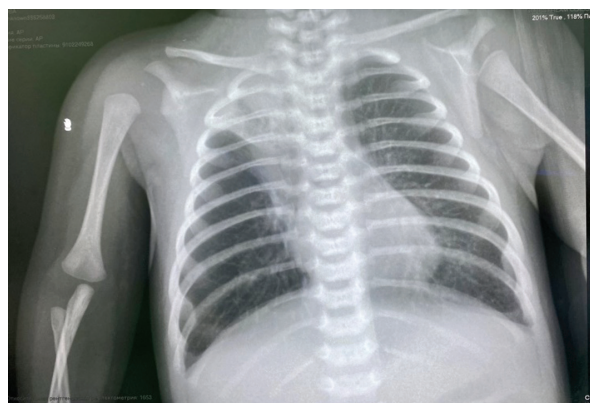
Рентгенография легких в динамике; ателектаз правой верхней доли.
